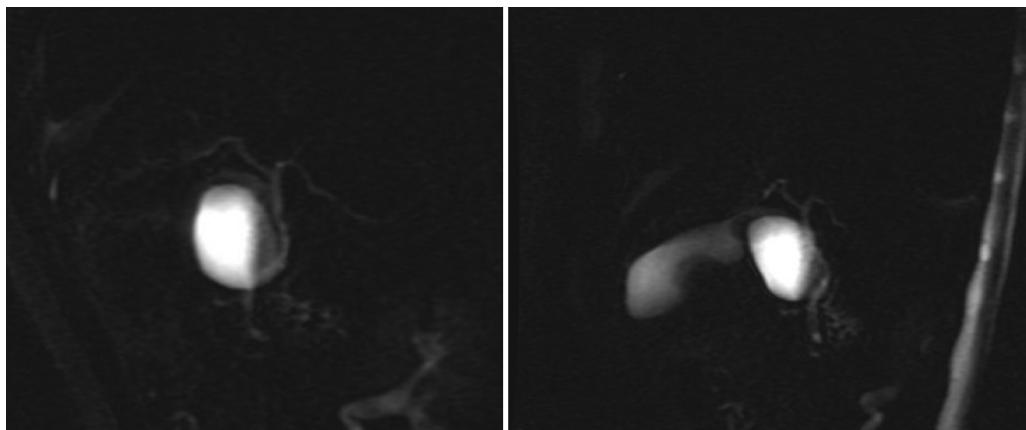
Colangiorresonancia magnética que muestra el QCII.
